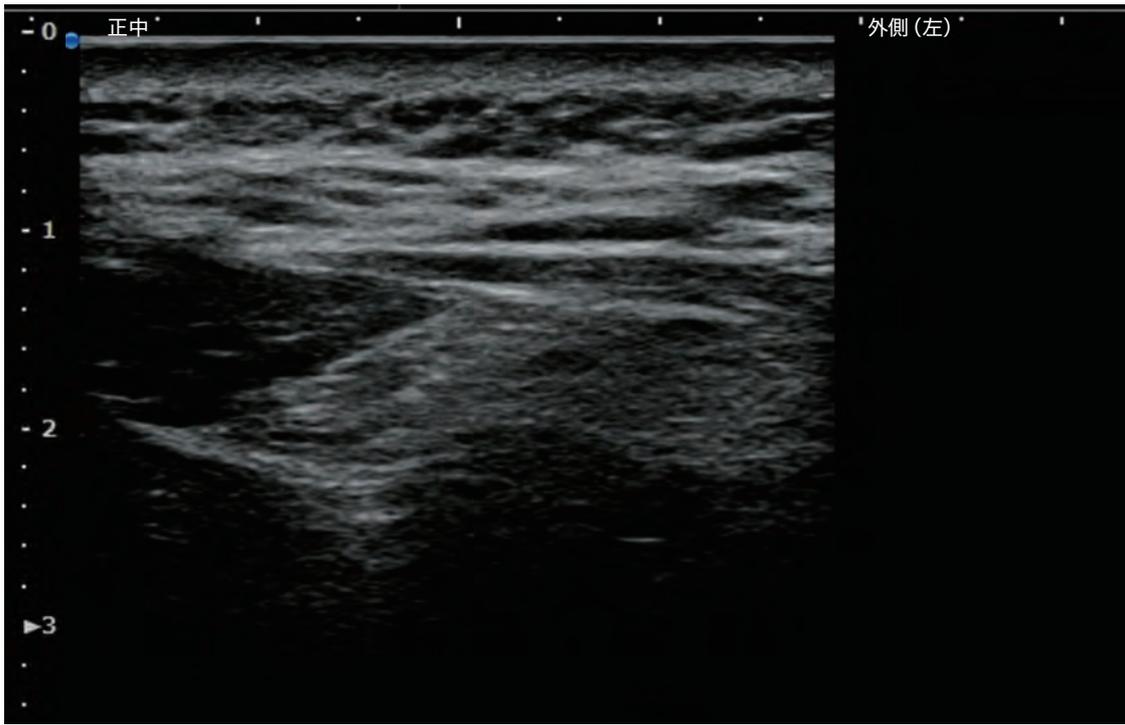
大後頭神経に対する超音波ガイド下注射(短軸像・平行法)(図39とは別症例)
